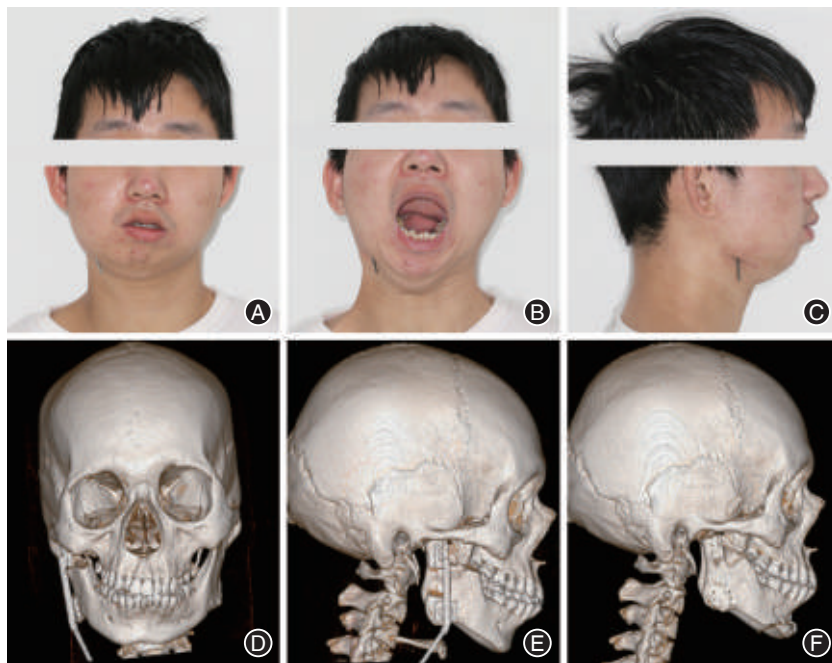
单侧关节强直患者接受关节成形和牵张成骨治疗后的影像资料 A:正面相;B:张口相;C:侧面相;D:三维CT正面观;E:三维CT侧面观;F:取掉牵张器并行颞成形后的三维CT侧面观;可见治疗后患者张口度恢复正常,面部外形获得改善。
